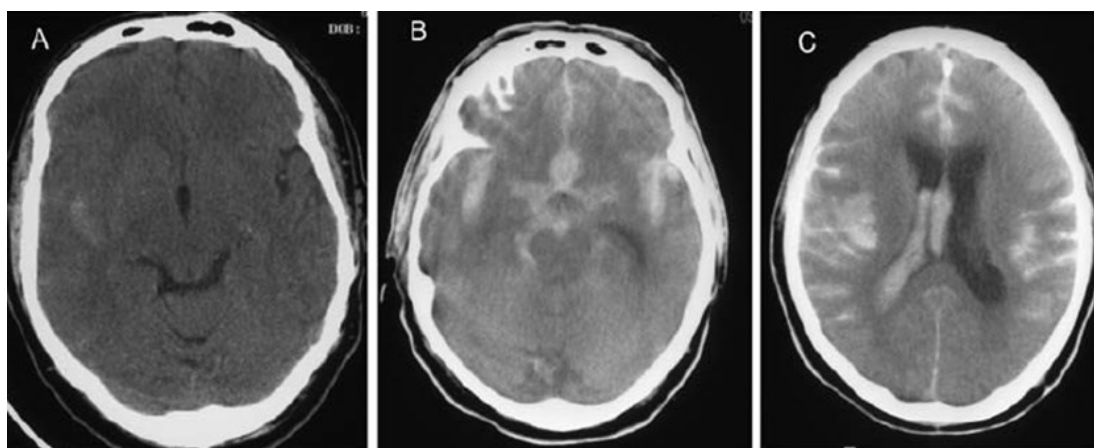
A: TC que muestra una HSA focal y delgada en la cisura silviana derecha, clasificada como Fisher grado 2. B: TC de una HSA difusa y gruesa, Fisher grado 3. C: TC del mismo paciente que evidencia hemorragia intraventricular, Fisher grado 3-4.³⁹
